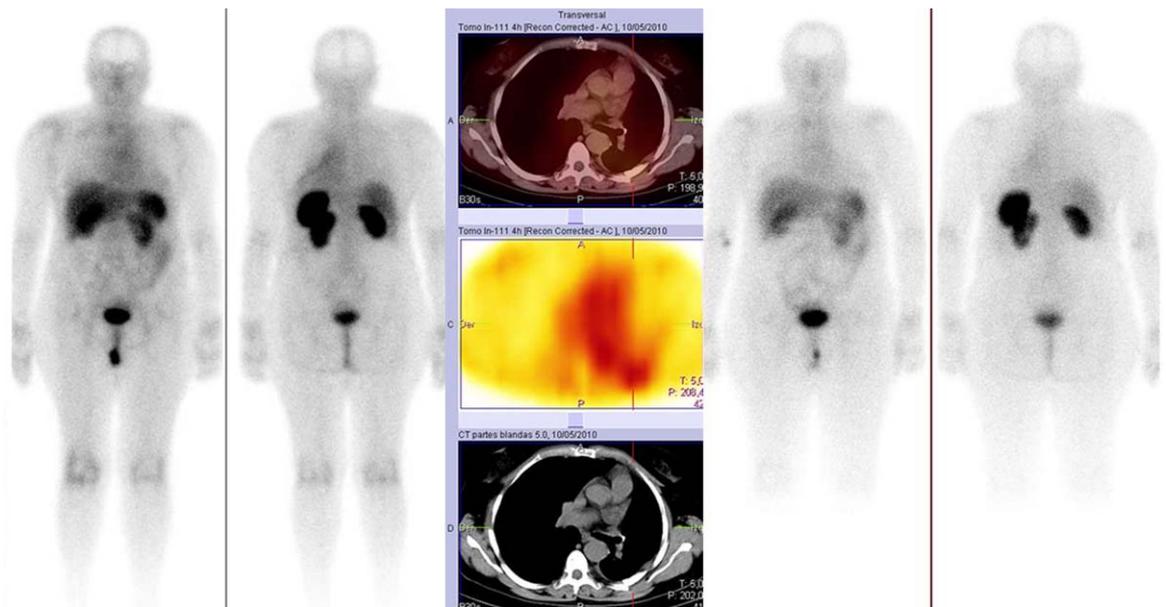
Paciente remitida para estudio de extensión tras cirugía por tumor neuroendocrino broncopulmonar (estudio histológico: lobectomía superior izquierda reglada. Tumor carcinoide atípico). La gammagrafía planar muestra un foco hipercaptador en la base pulmonar izquierda que se clasificó como foco indeterminado (izquierda). Las imágenes SPECT/CT muestran que dicho foco corresponde con inflamación post-cirugía en la pared torácica. Un RCT realizado 9 meses más tarde muestra que el acúmulo de radiotrazador ha desaparecido (derecha).
